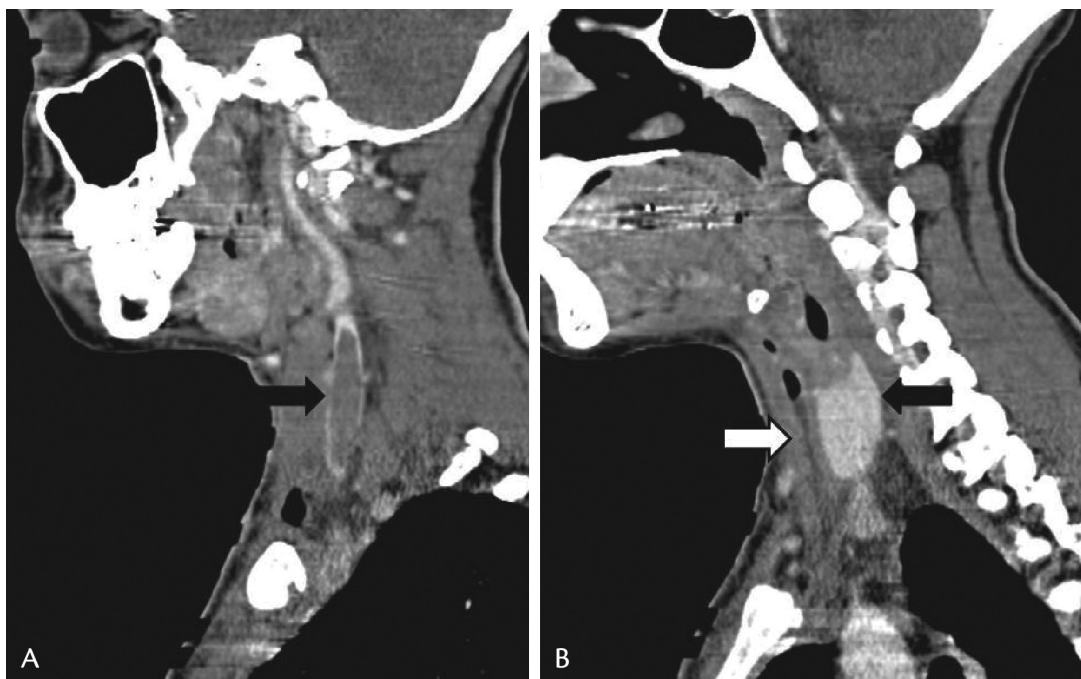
A) Tomografia computadorizada coronal cervical demonstrando trombose de veia jugular interna direita (seta preta); B) Tomografia computadorizada coronal cervical demonstrando trombose da veia jugular interna direita (seta preta) e coleção perivascular (seta branca).
